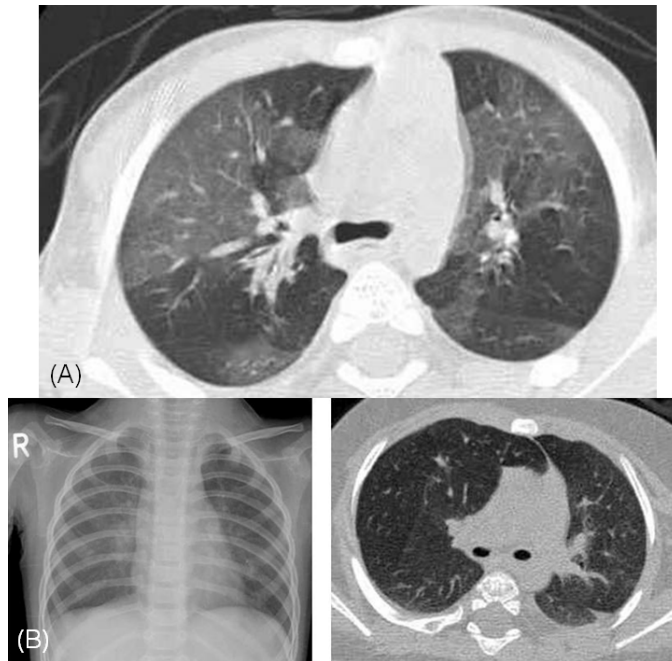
(A) High resolution computed tomography (HRCT) shows mosaic perfusion in both lung fields. (B) Severe air-trapping is shown on plain chest X-ray and HRCT.
